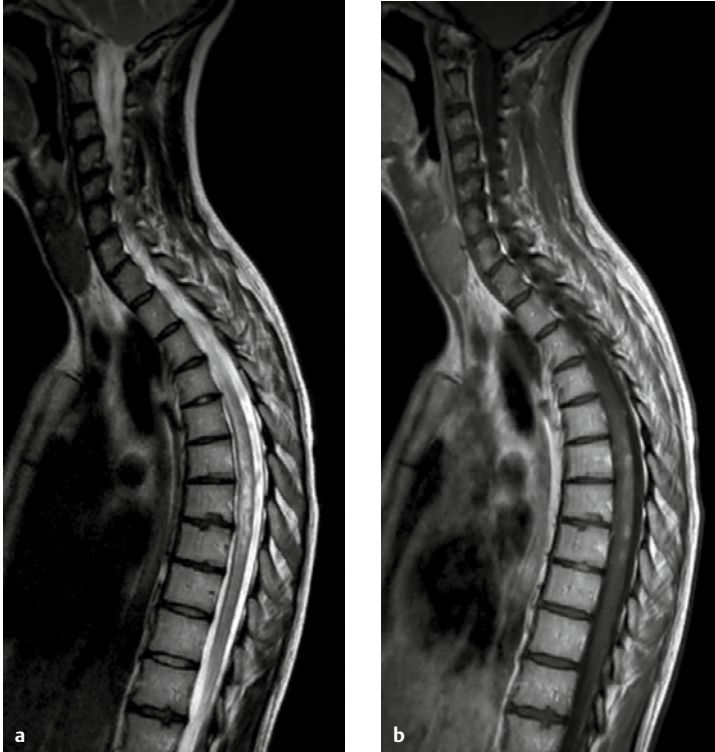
MRT der BWS. a T2 sagittal. b T1 mit KM sagittal.
